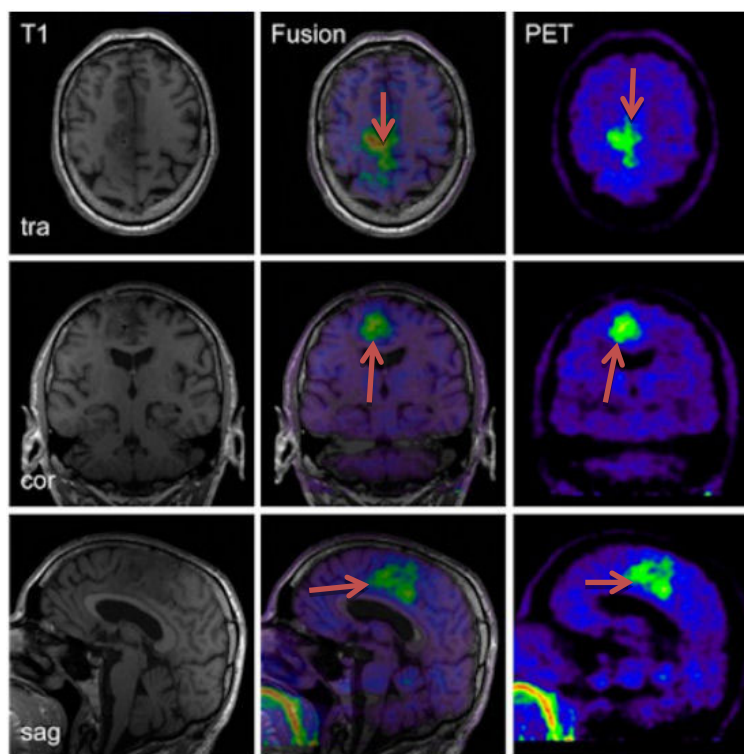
КТ/ ПЭТ снимки. Анапластическая астроцитома.
